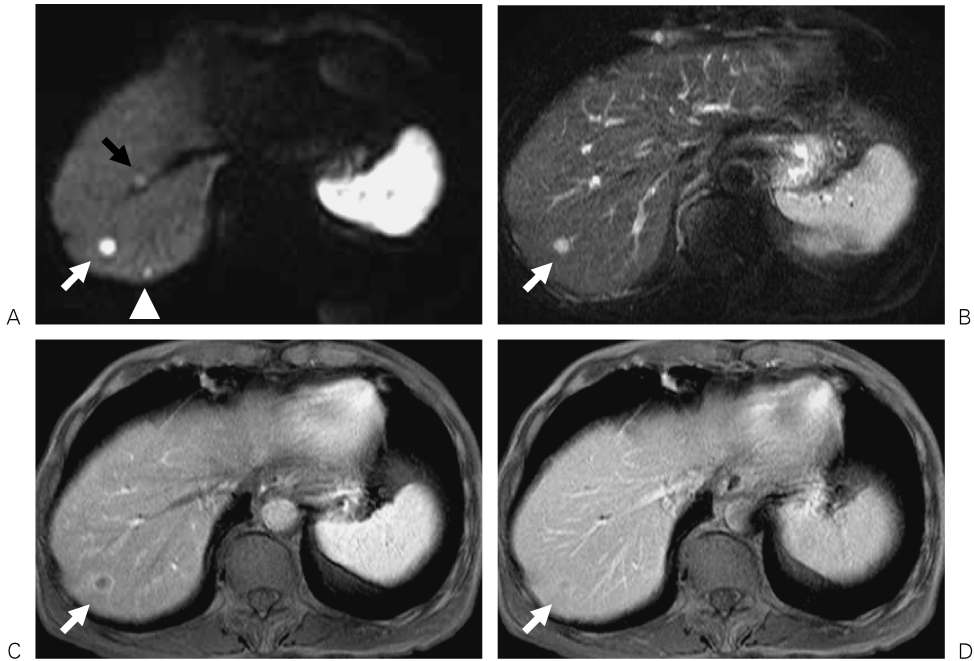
Hepatic metastases due to pancreatic cancer of a 72-year-old male are shown. The nodule in S7/8 is observed hyperintensely both on DWI (A) and T_2WI (B) (white arrow). However, it shows ring enhancement on arterial phase of dynamic study (C) and slight homogeneous enhancement on delayed phase (D). These findings are consistent with a metastasis due to pancreatic cancer. The small hyperintense nodule in the posterior surface of the liver on A is another metastatic nodule (white arrowhead). It is also depicted on T_2WI and dynamic study of the original version; however, it may not be seen on this page. Another bright spot on DWI is a cyst (black arrow).
